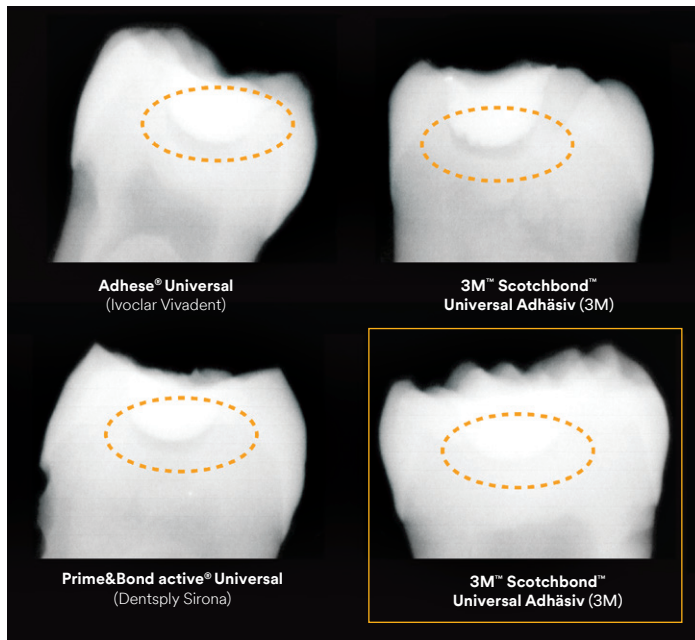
Bewusst herbeigeführtes Pooling eines Adhäsivs führt zu Aufhellungen, die bei drei verschiedenen Universaladhäsiven zu einer Fehldiagnose führen. Dank seiner Röntgenopazität passt sich 3M™ Scotchbond™ Universal Plus Adhäsiv gut an das umgebende Dentin an, so dass die Interpretation dieser Röntgenaufnahme weniger herausfordernd ist.⁸
